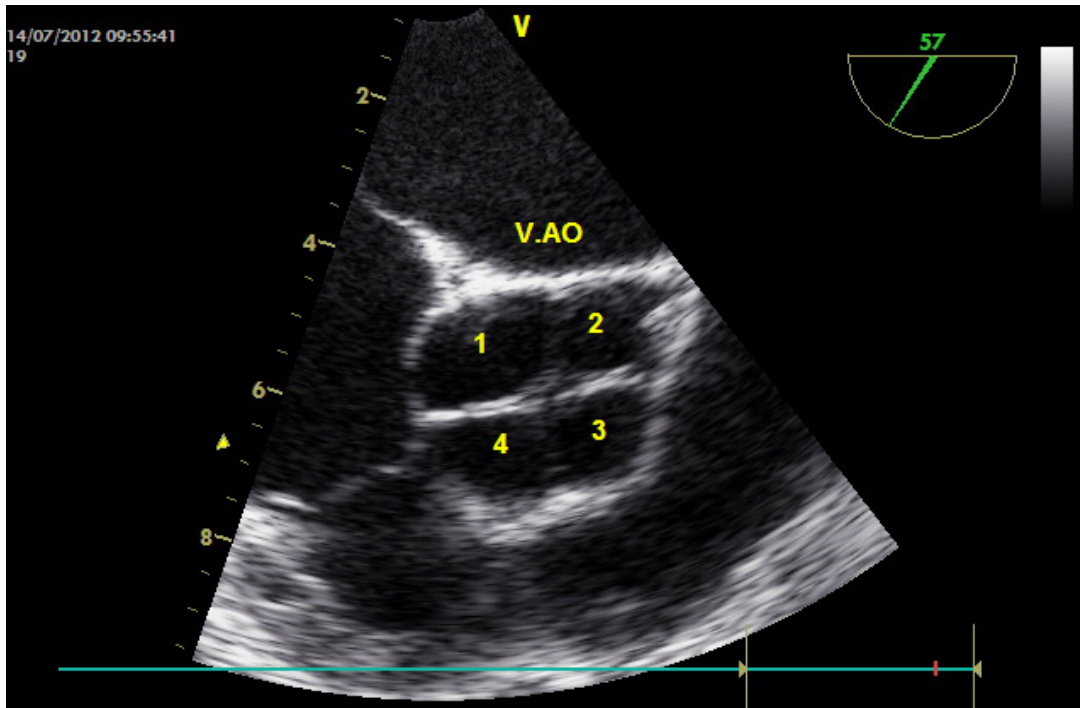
Imagem da Valva aórtica quadricúspide ao ecocardiograma transesofágico – fechamento da valva em cruz, ou em X.
